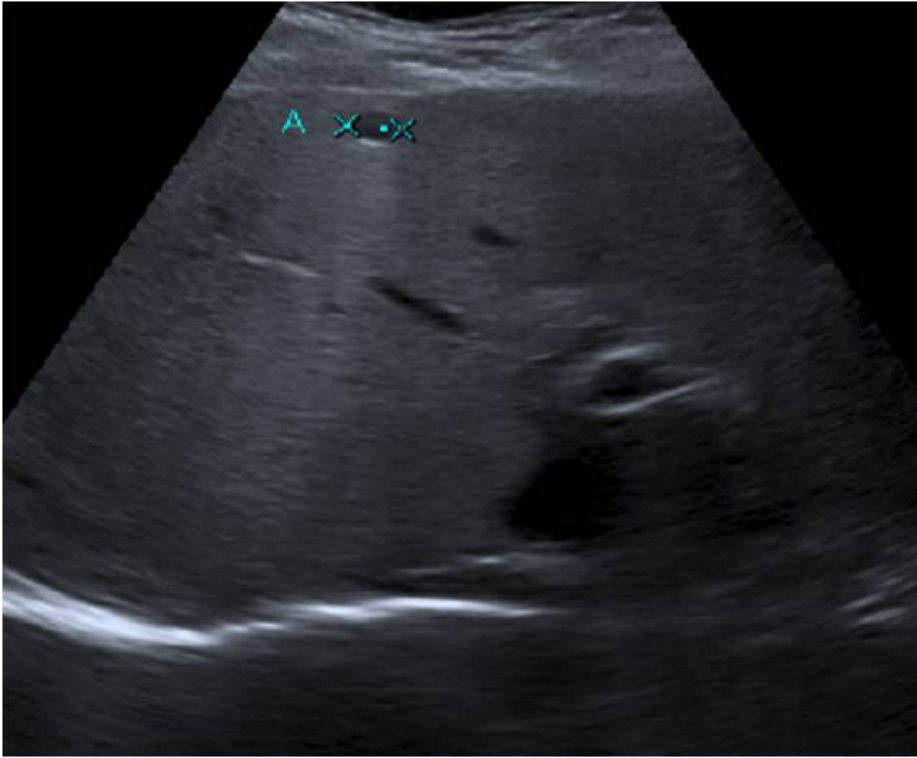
Cisti semplice in US. Le immagini ecografiche documentano formazione anecogena, a margini ben definiti, con rinforzo di parete posteriore.
